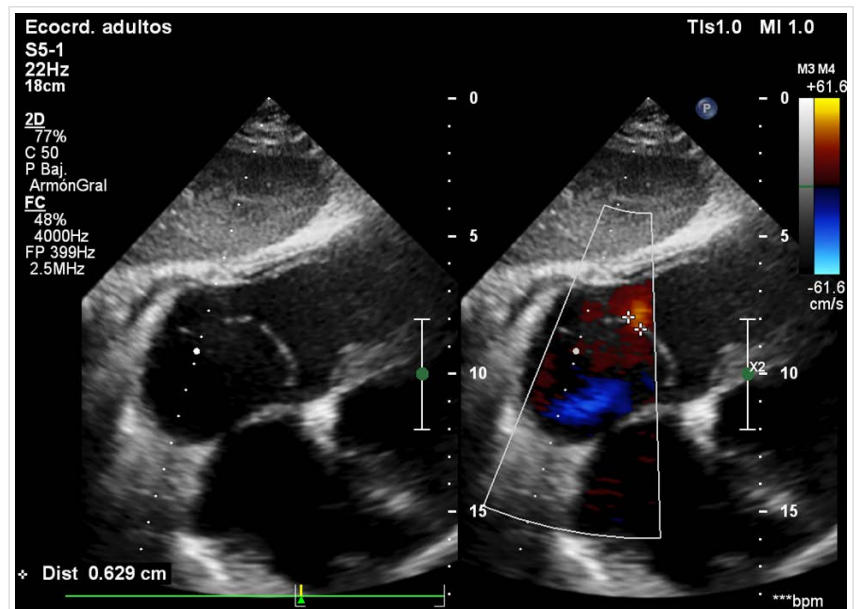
Aproximación subcostal. A la izquierda, modo bidimensional, donde se observa la presencia de la membrana que divide la aurícula en dos. A la derecha, defecto de continuidad de aproximadamente 6-7 mm con flujo desde la cámara distal a la proximal, demostrado mediante el análisis del Doppler color, a través de ella.
